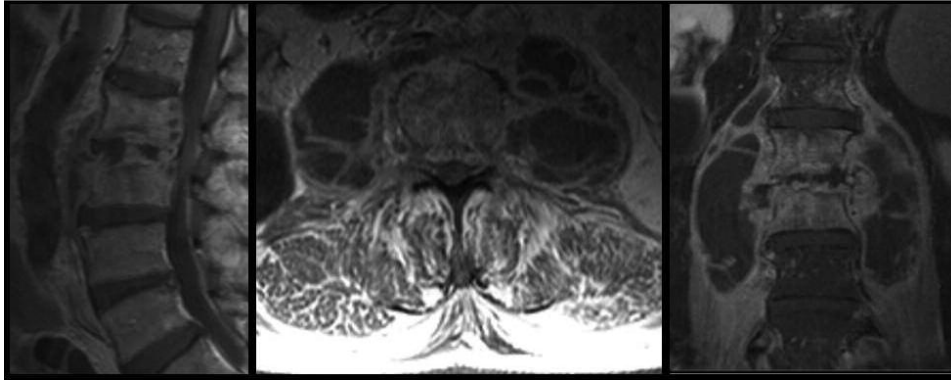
RM lombar T1 sagital e coronal com contraste pré-operatório: Espondilodiscite L2-L3 com abscessos dos psoas bilaterais e abscesso epidural anterior.
